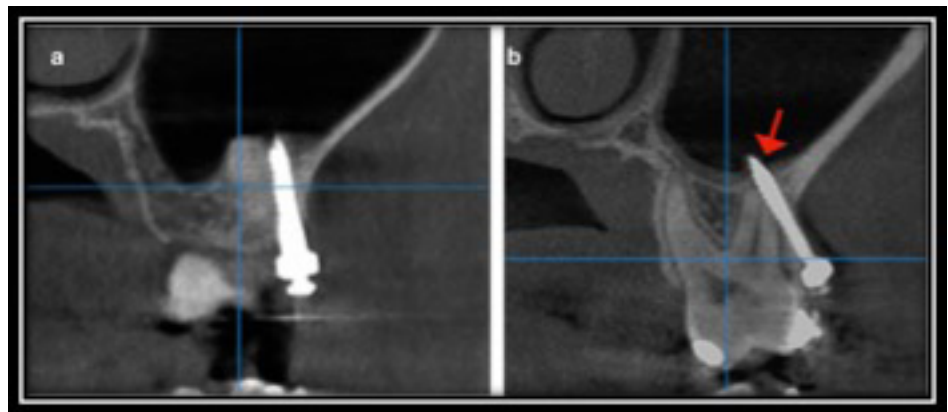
Imágenes sagitales de CBCT que muestran la Relación con seno maxilar. a) se observa que no existe contacto entre el MIO y el seno maxilar, (MIO no perfora cortical interna). b) se observa el contacto que existe entre el MIO y el seno maxilar (Flecha roja)
